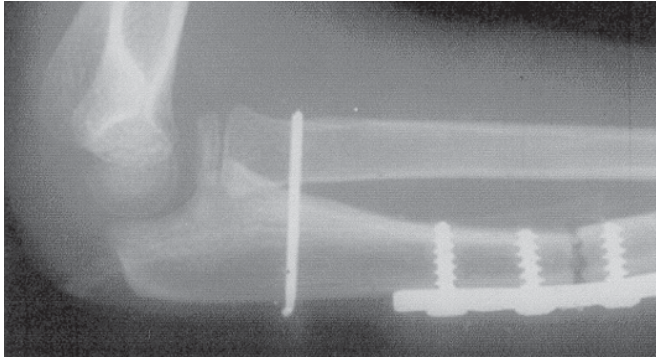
Radiografia do cotovelo na incidência de perfil mostrando a fixação da redução através da articulação radioulnar proximal
